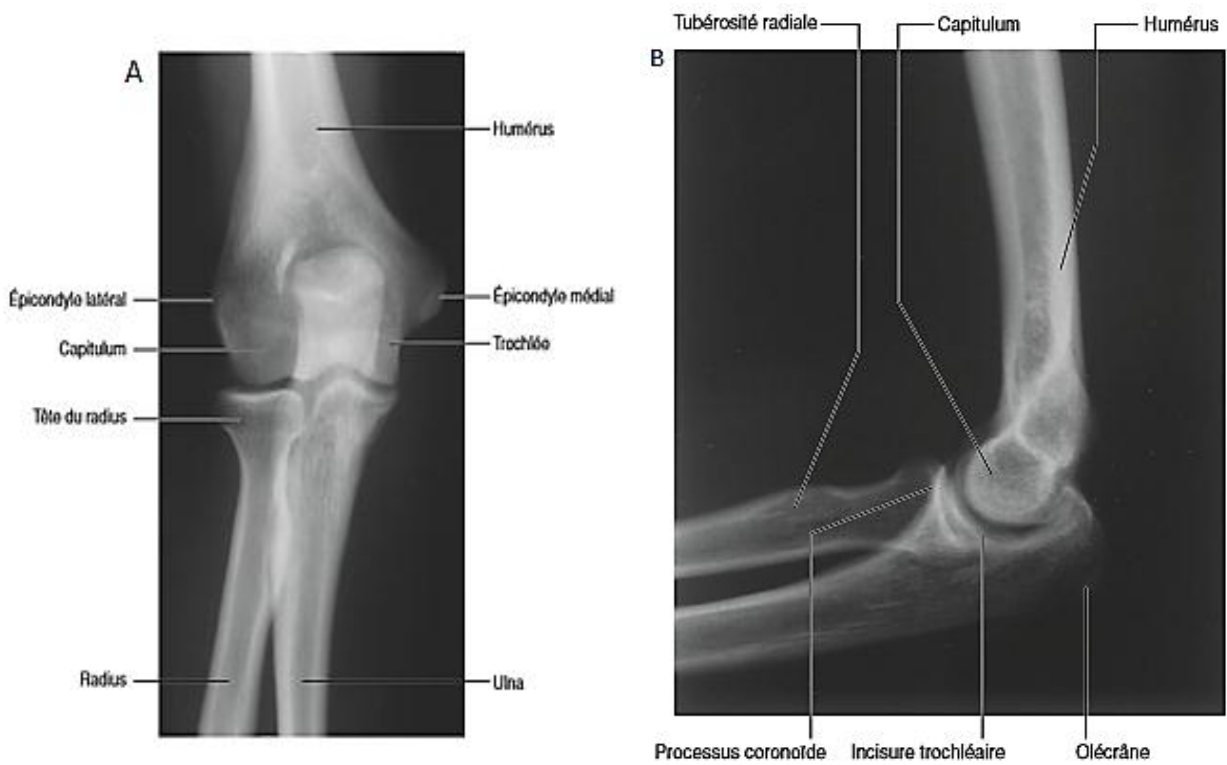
Radiographie de l'articulation du coude face(A) et profil(B) (6)
